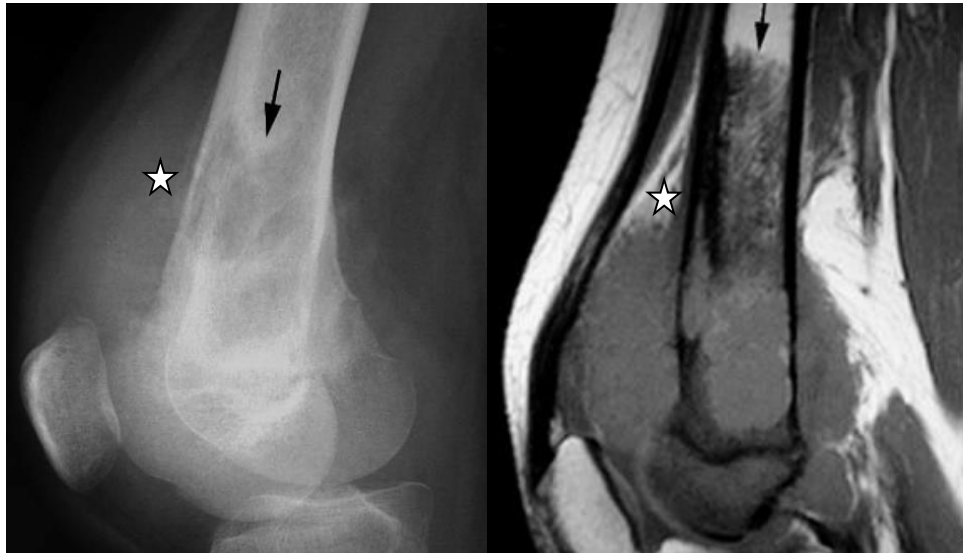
Рентгенограма колінного суглоба у бічній проекції і МРТ T133 у сагітальній площині. Змішаний різновид ОС – у дистальному метадіафізі стегнової кістки визначається крупновогнищева деструкція (стрілка), а нижче - масивна зона пухлинного кістковоутворення, яке виходить через частково зруйнований кортикальний шар у м'які тканини, відшаровуючи окістя у вигляді козирка Кодмена (зірочка).
